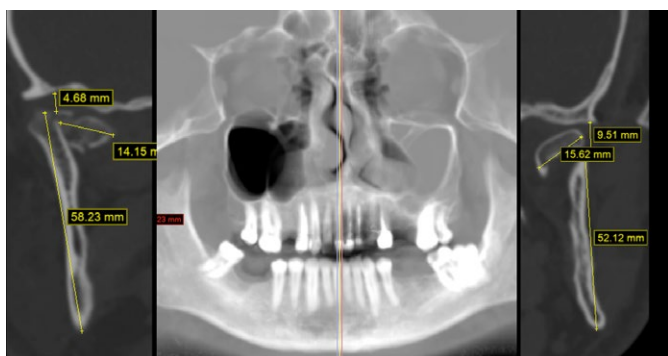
Рентгенограмма на момент осмотра
